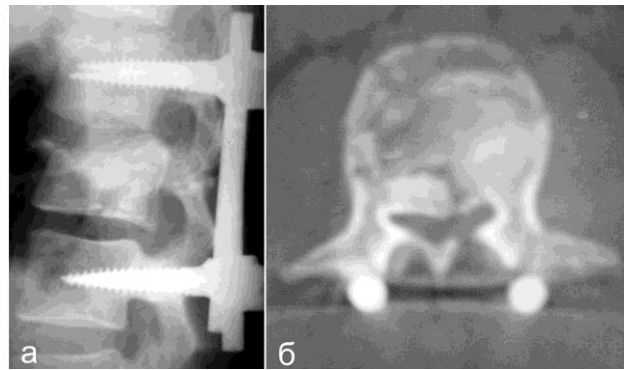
Профильная спондилограмма (а) и компьютерная томограмма (б) L_I позвонка после коррекции деформации, репозиции перелома и спондилосинтеза L_I-L_{III} позвонков внутренней транспедикулярной конструкцией
